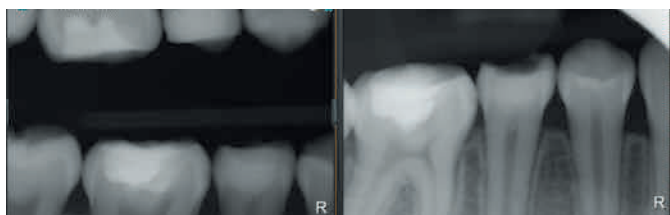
Рентгенограммы зуба 4.5 сразу после реставрации Биодентином и через 6 месяцев наблюдения
